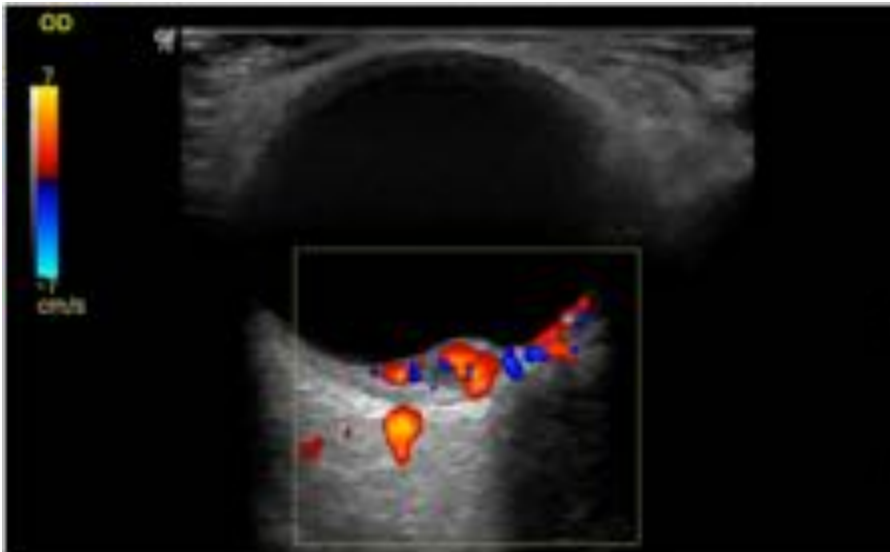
Masa coroidea posterior. El estudio mediante doppler muestra que la lesion es hipervascular. Las metastasis muestran este patrón hipervascular.
